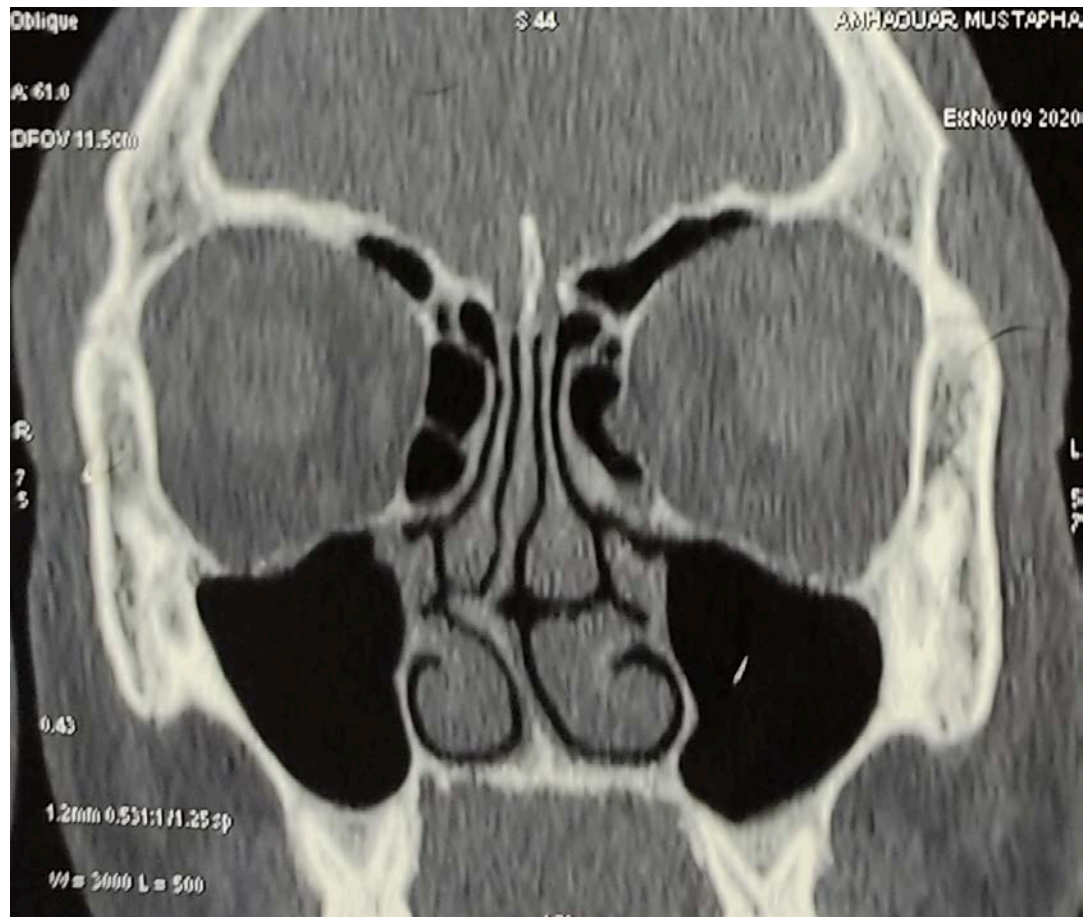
image TDM (coupe frontale) montrant une cloison nasale déviée à droite, avec épaissement des cornets nasaux inférieurs. Les sinus maxillaires et éthmoïdaux sont libres.
